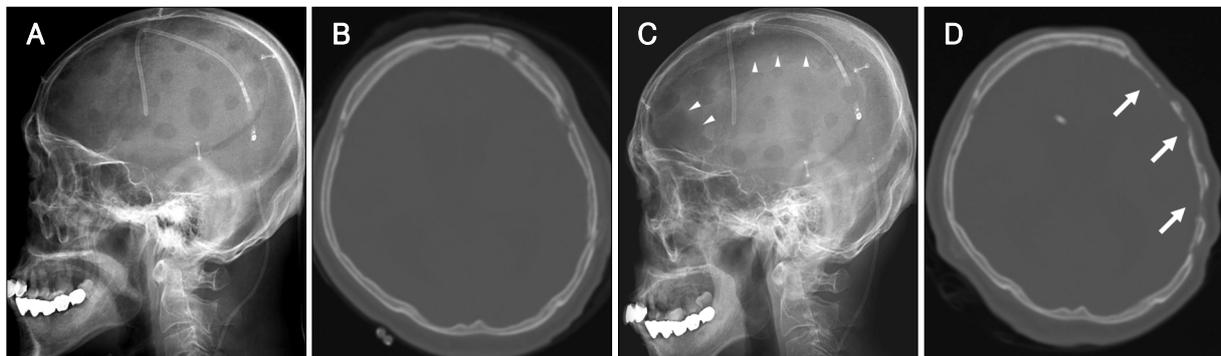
Case 24. A 68-year-old male patient presenting with acute subdural hemorrhage. A and B: Plain lateral skull film (A) and CT image (B) obtained immediately after cranioplasty. VPS catheter was seen. C and D: At 9 months after cranioplasty, plain lateral skull film (C) and CT image (D) showing bone resorption. Radiolucent lesion in the frontal and parietal area (C, arrowheads) and thinning of the bone flap (D, arrows) were observed. VPS: ventriculoperitoneal shunt.
